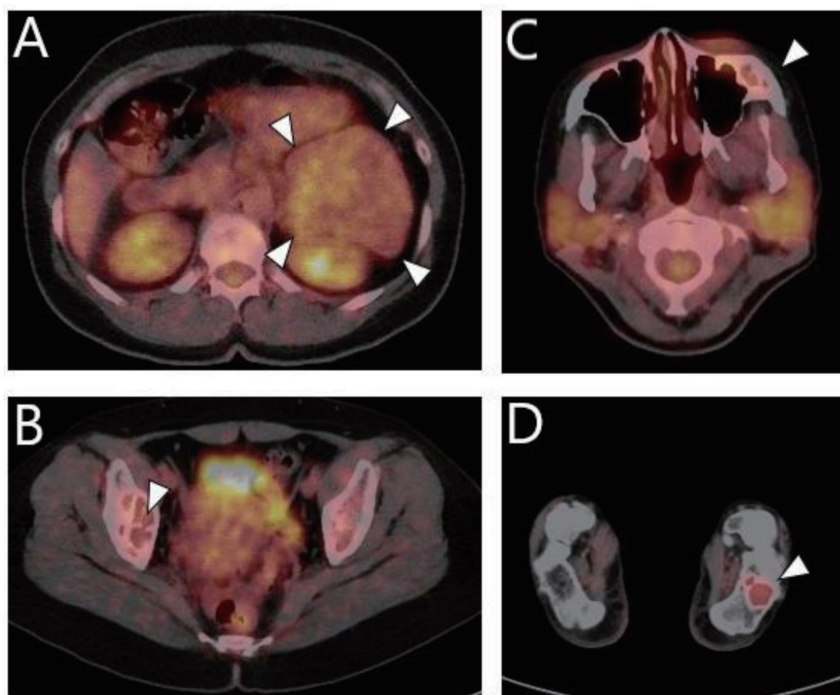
PET CT (triangles: the mass). (A) retroperitoneal mass. (B) zygomatic bone mass. (C) acetabulum mass. (D) calcaneus mass. PET CT image shows the retroperitoneal mass and bones with abnormal FDG uptake (SUVmax = 3.7).
